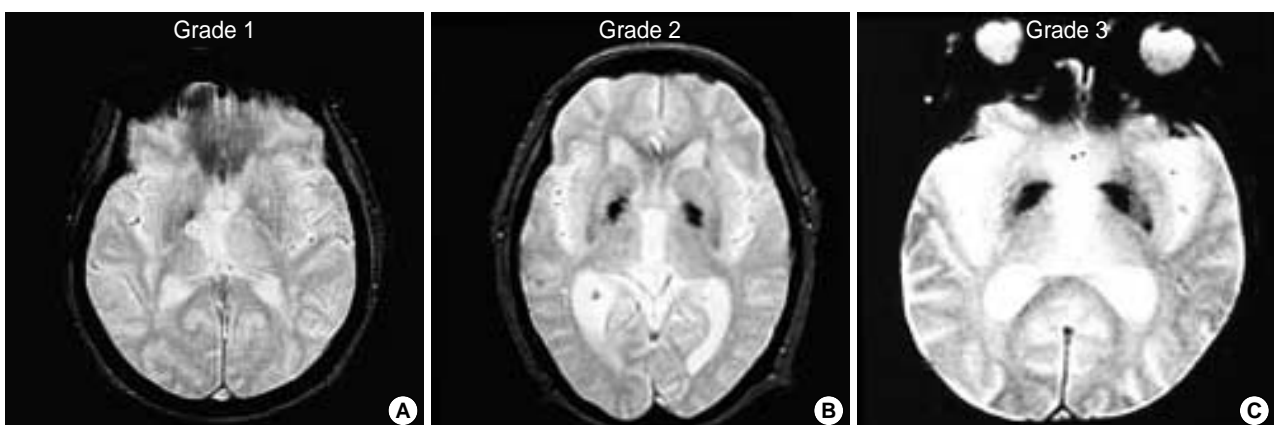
Grading of hypointensity of basal ganglia structures on GE-MRI.
